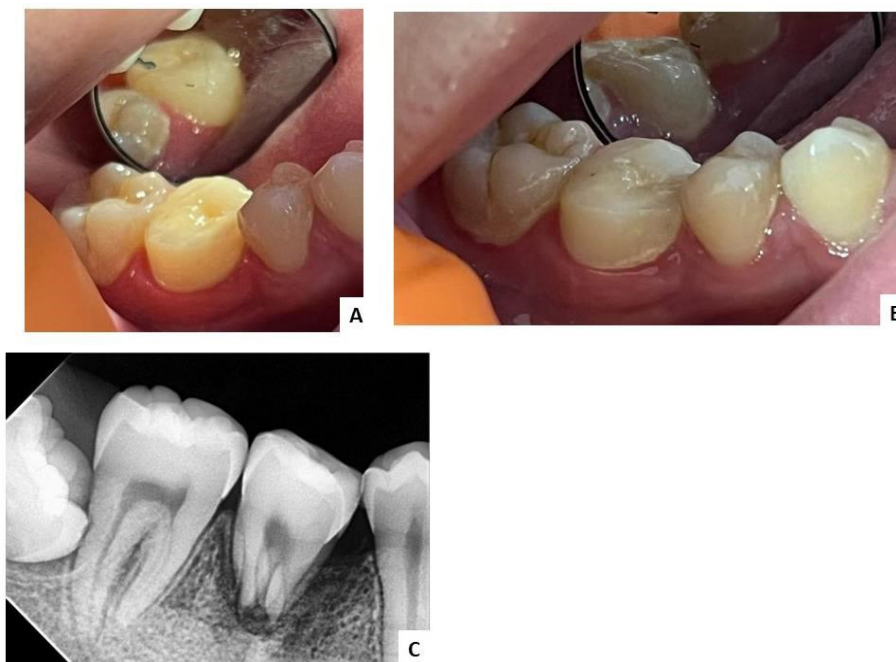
Imagens clínicas e radiográfica da consulta de 3 meses de proservação do caso: A e B) imagens clínicas com visões vestibular e lingual; C) radiografia periapical de controle
